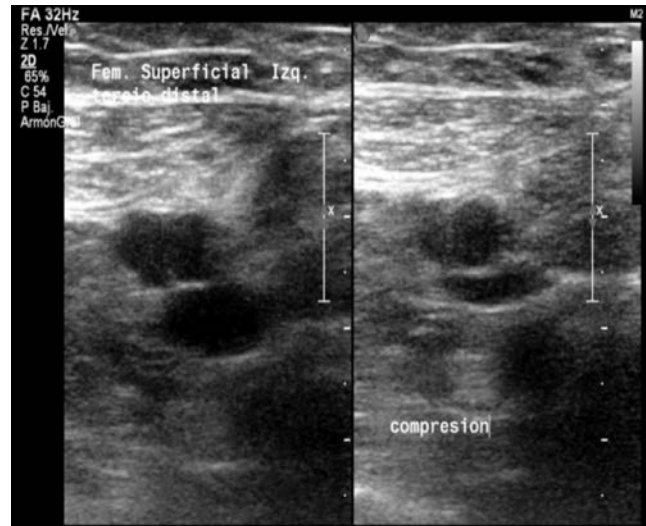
Vena femoral superficial: Doppler color, responde completamente a la compresión, se ha recuperado la funcionalidad venosa. 44.º día desde el inicio del tratamiento.
